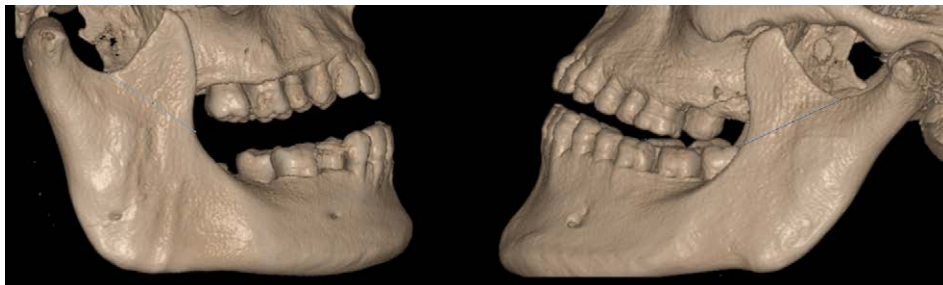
Diverso andamento delle curve di Spee in individuo brachifacciale e in individuo dolicofacciale. TC con beam eseguita su crani del Museo di Antropologia dell'Università di Firenze.
